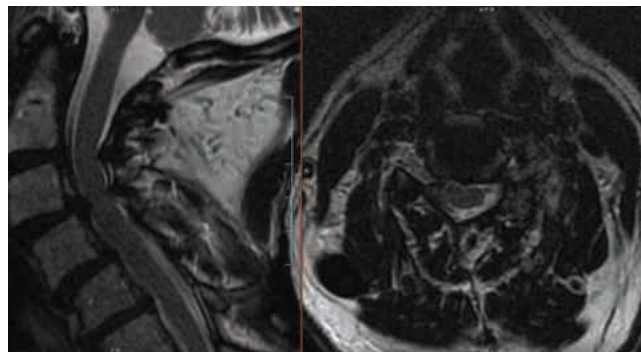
Resonancia magnética preoperatoria donde se observa estenosis cervical en C3-C5. El paciente tenía una estenosis moderada en C4-C5 (no se muestra).
